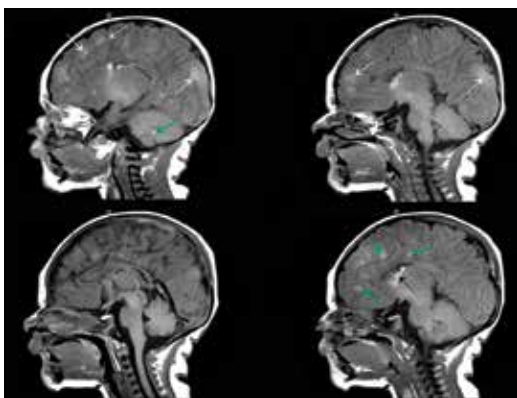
МРТ ребенка в возрасте 2х месяцев, сагиттальные срезы. T1-взвешенные изображения. Гиперинтенсивные очаги в белом веществе (зеленые стрелки). Гигантоклеточная астроцитома (черная стрелка). Туберы (белые стрелки)
